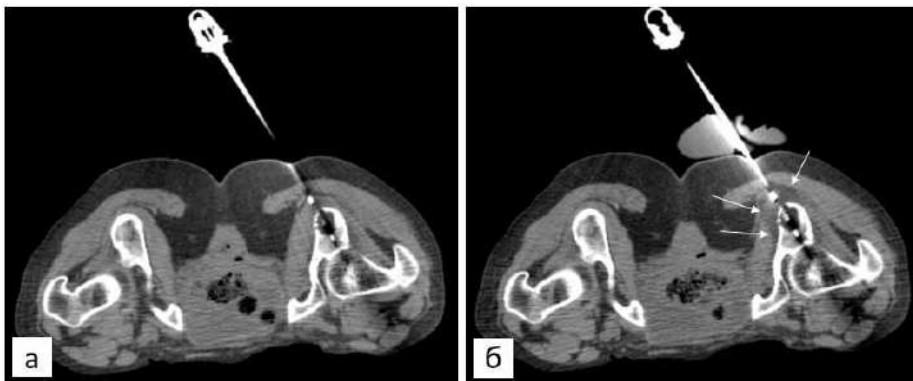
КТ сканы седалищных костей. Очаг литической деструкции в левом седалищном бугре: а — криозонд в зоне поражения перед началом охлаждения; б — контроль абляции, определение границ ледяной сферы (стрелки)
